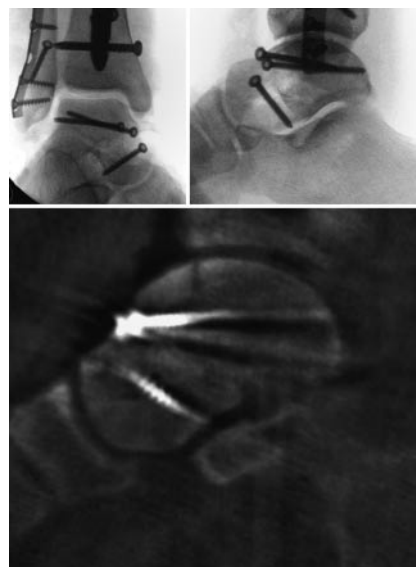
Talushalsfraktur (Hawkins III) und Taluskopffraktur. Fraktur nach offener Reposition und interner Fixation mit zwei 3,5-mm-Vollgewindeschrauben (Schrauben oben). Eine Schraube wurde zur Fixation der Taluskopffraktur eingebracht (Schraube unten). Versorgung einer Begleitfraktur der Tibia mit einem Tibianagel und der Fibula mit Plattenosteosynthese. Unten Darstellung mit einem Röntgengerät für dreidimensionale Aufnahmen (ISO-C-3D bzw. ARCADIS, Siemens AG, Erlangen).
